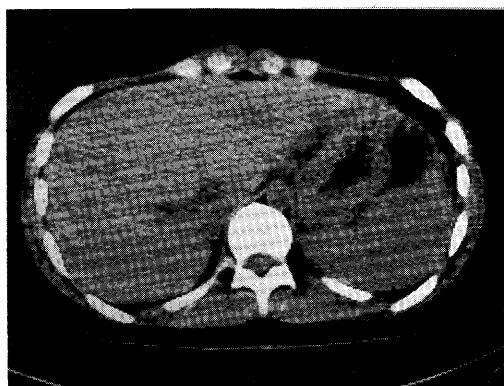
Radiographic CT reveals no morphological abnormality in the liver.
